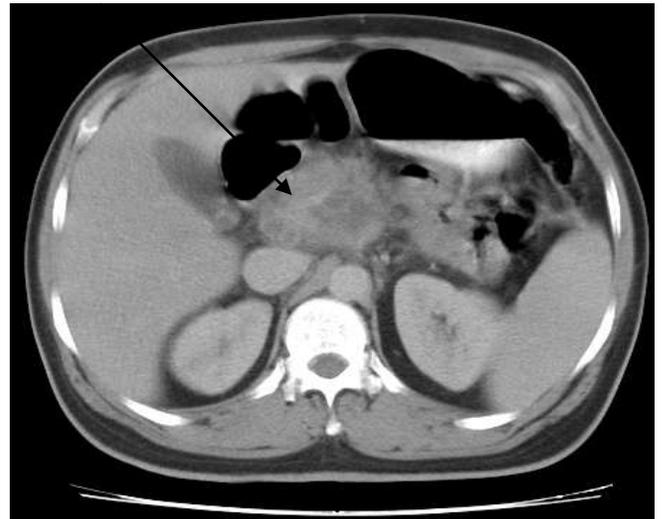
NE, 47 ans –TDM abdominale : plage hypodense de la région pancréatique évoquant une pancréatite, un abcès, un pseudokyste ou une lésion néoplasique(flèche)
